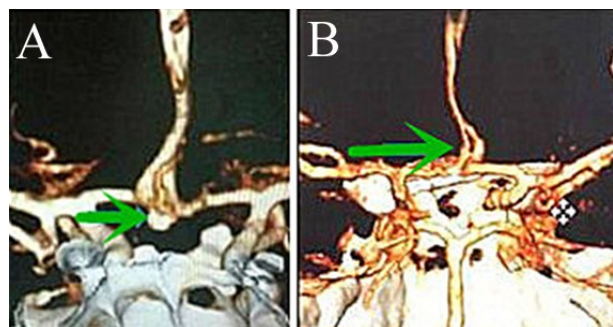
夹闭完全的前交通动脉动脉瘤手术前后 CTA
